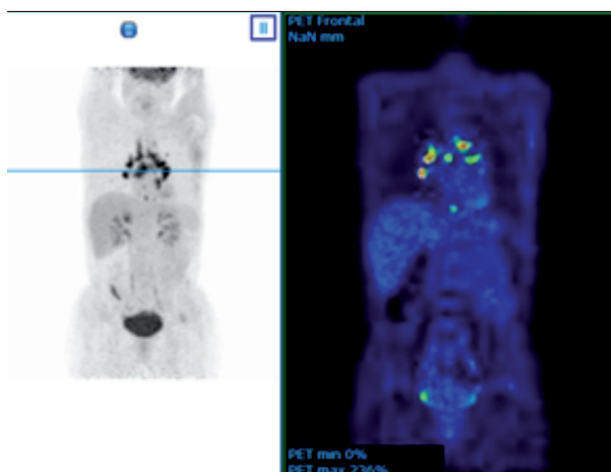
Tomographie à émission de positons avec ¹⁸FDDG obtenue chez la patiente de la vignette clinique, révélant la présence d'adénopathies hypermétaboliques au niveau thoracique.
